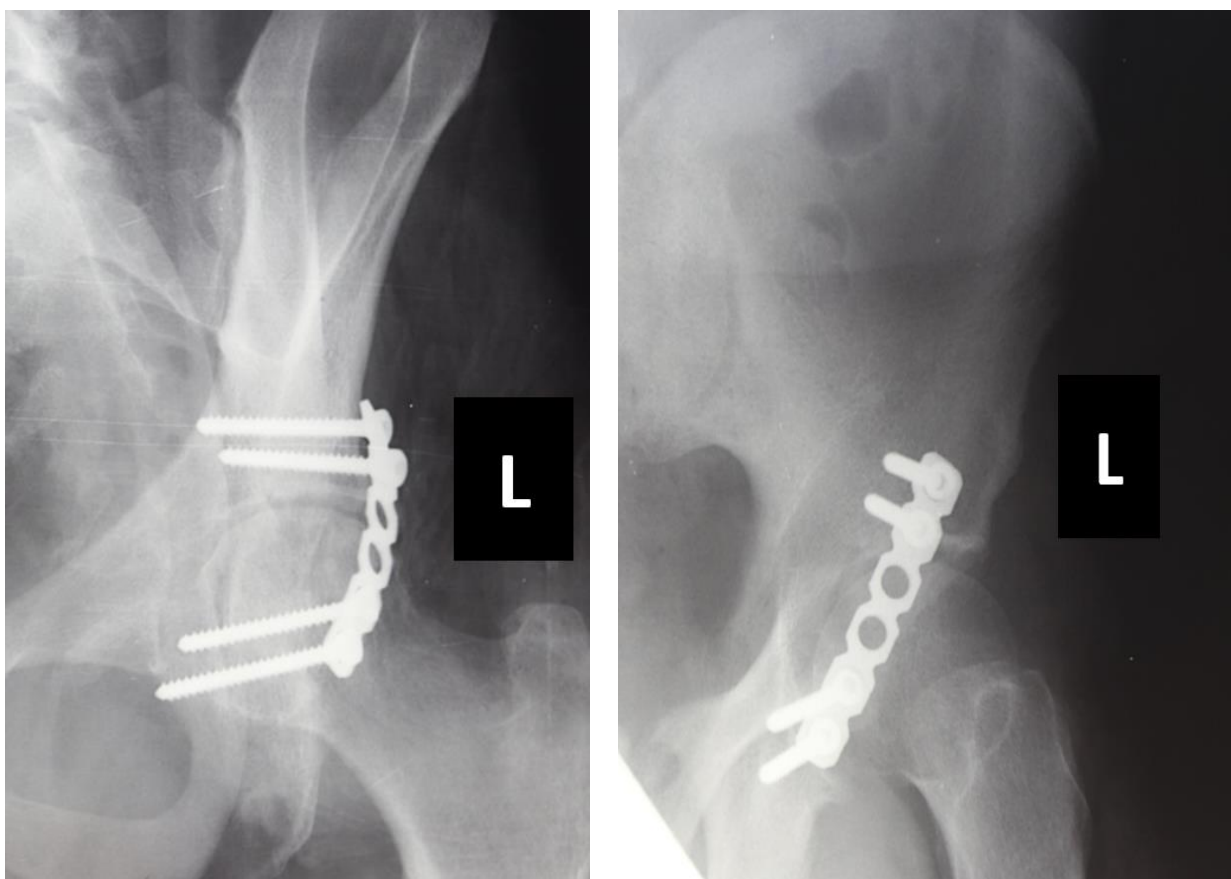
Рентгенограми. Контроль після оперативного втручання
